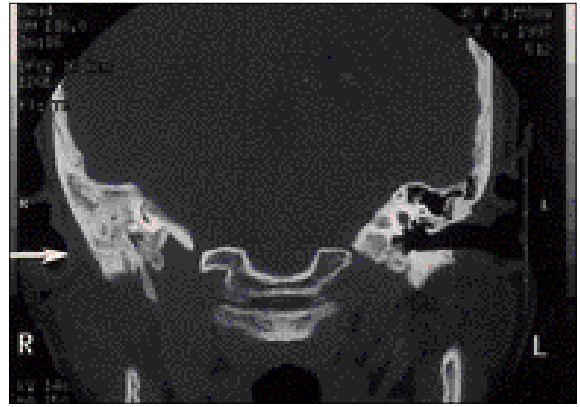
두부컴퓨터단층촬영사진의 수직단면 : 우측 측두골 유양돌기하방부에서 경유양동주위로 이어지는 종골절양상을 관찰할 수 있음.
